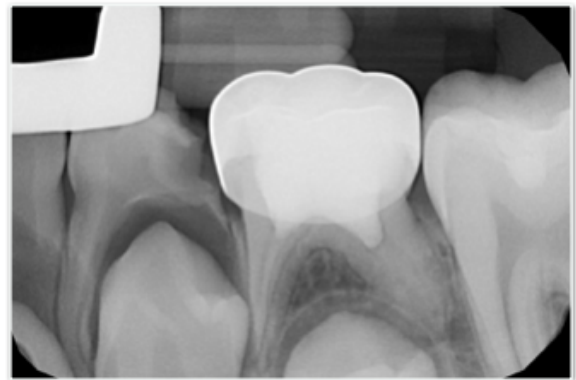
Radiografía periapical de tercer cuadrante Noviembre 2016 .
